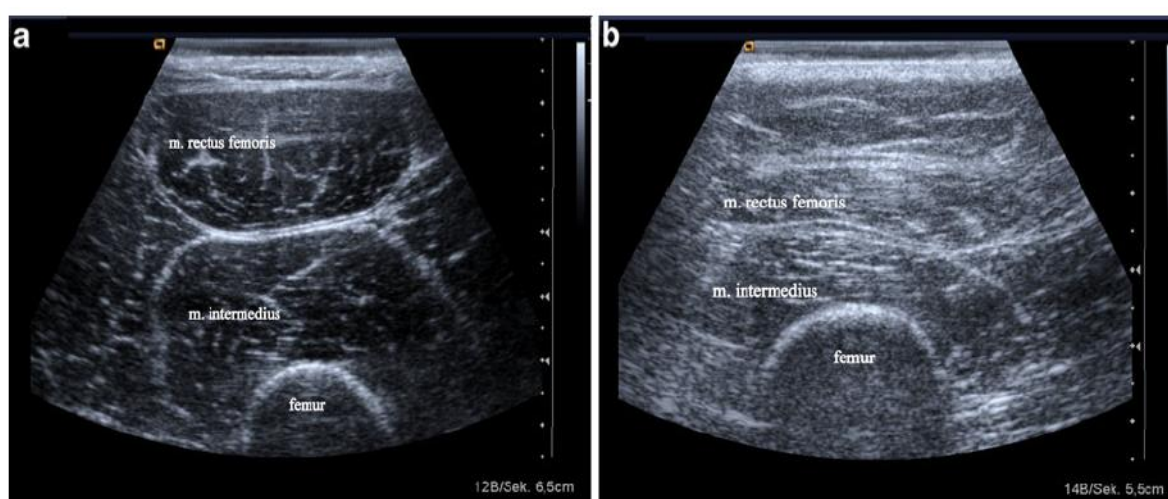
Corte de RM da coxa de um adulto de 21 anos, fisicamente ativo (à esquerda) e idoso de 63 anos, sedentário (à direita). A massa muscular (cinza) está diminuída no idoso; a gordura (branco) subcutânea e intramuscular está aumentada. Fonte: Adaptado de STRASSER *et al.*, 2013.
